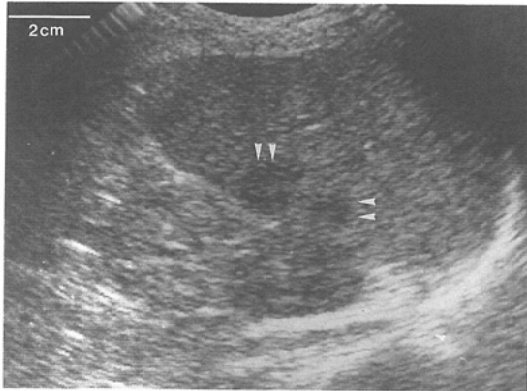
(Case 13) Sonographic finding of small low echoic areas (arrowheads). These areas were proven to be infarction without lymphomatous involvement on autopsy.
